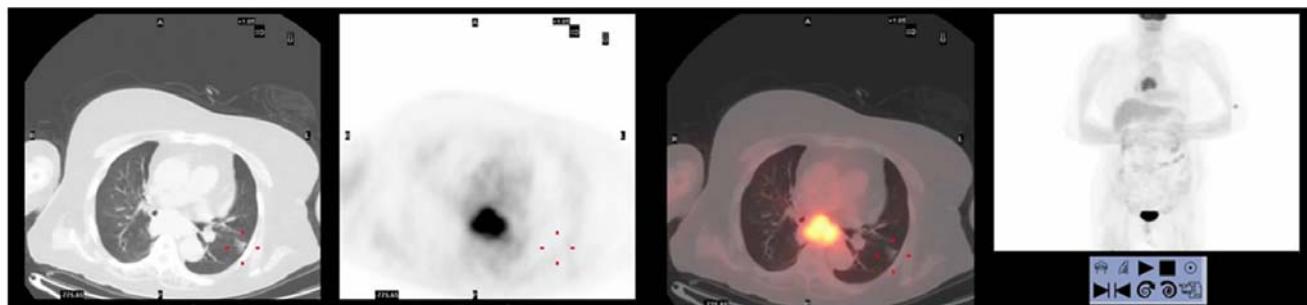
2015.10 PET-CT 见纵隔 7 区高代谢淋巴结
